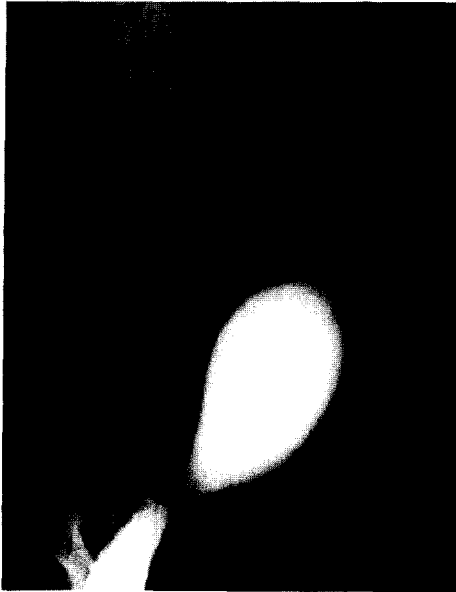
Ventrodorsal 45-degree oblique radiograph with positive-contrast cystogram by retrograde vaginourethrography showing a small, regular urachal diverticulum at the bladder apex.
